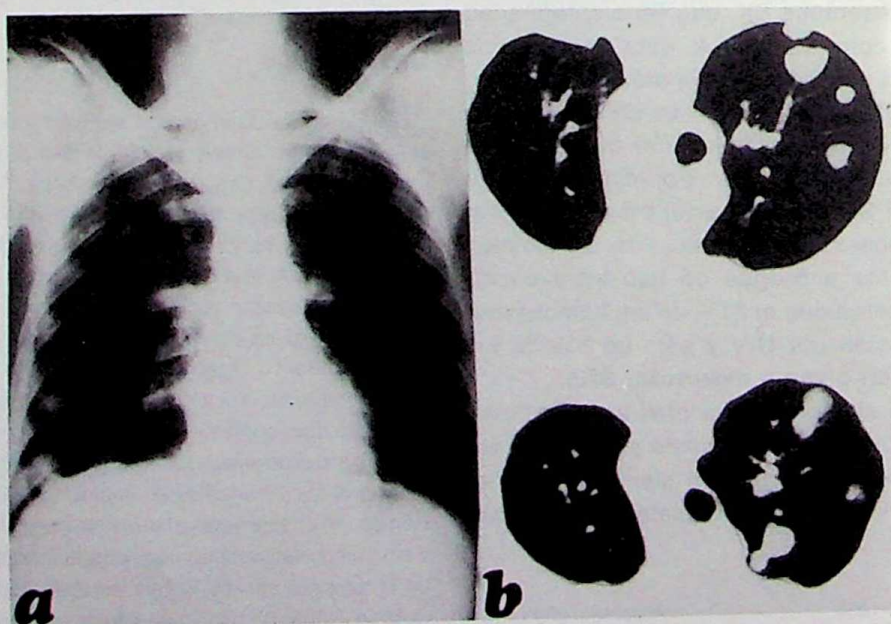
a) Por radiografía simple de tórax, se observa infiltrado nodular bilateral. b) Por tomografía axial computada de tórax, neta delimitación de las imágenes nodulares.
